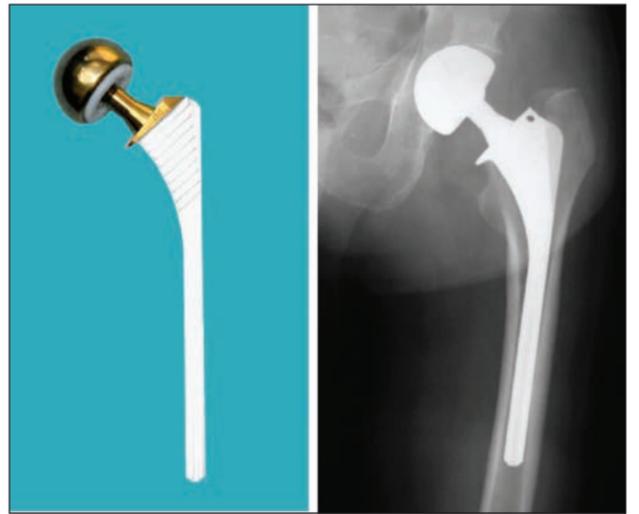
Биполярный эндопротез головки бедренной кости ОРТЭН: внешний вид эндопротеза (А), послеоперационная рентгенограмма (Б)
